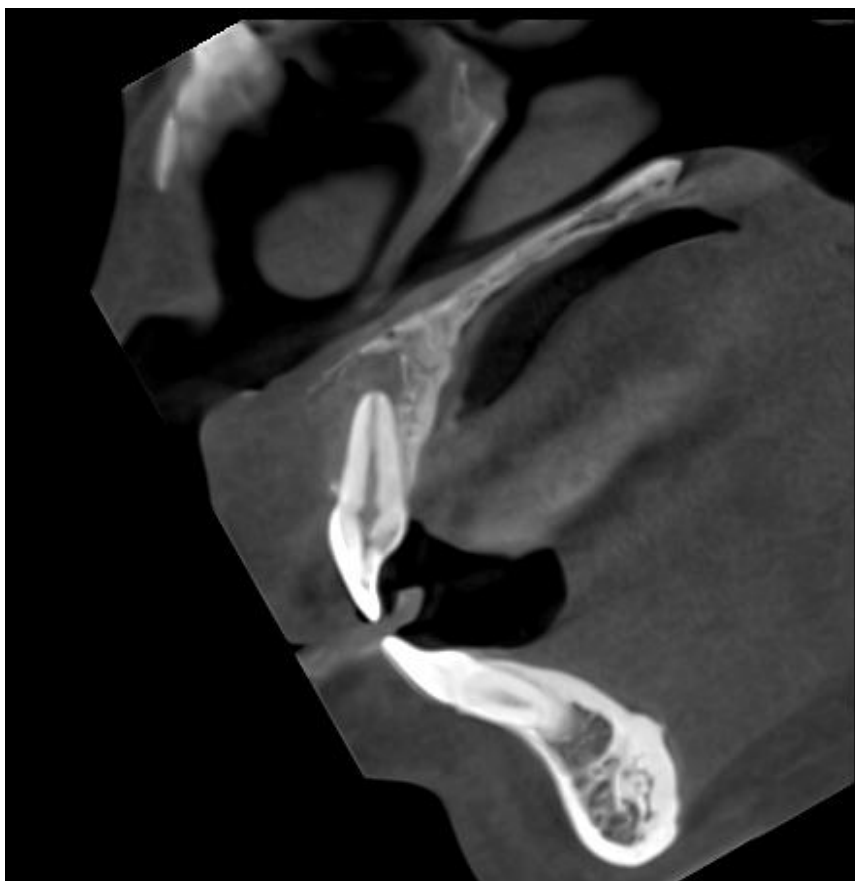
Дані комп'ютерної томографії 21 зуба до лікування. Сагітальний зріз. Просвітлення кісткової тканини в ділянці верхівки кореня.
